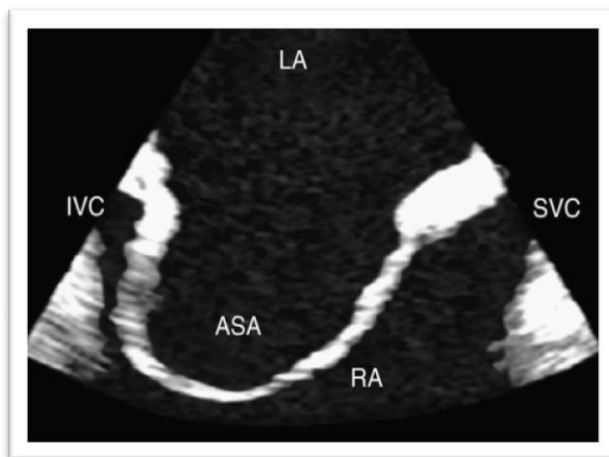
Ecocardiograma transesofágico (A).
